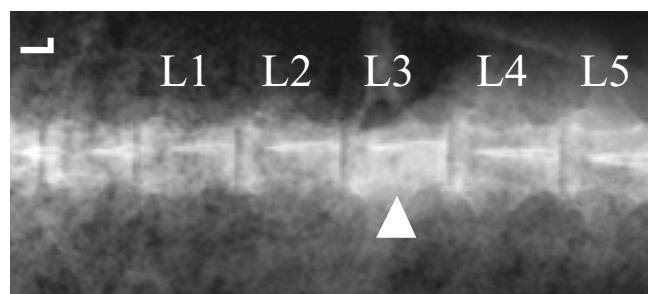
Radiographische Darstellung der Lendenwirbelsäule. Ventrodorsaler Strahlengang. Leichte Verschiebung des Dornfortsatzes von L3 nach paramedian links.
